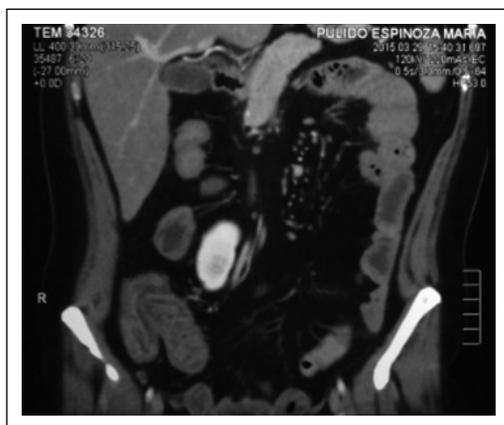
Tomografía abdomino-pélvica: muestra conglomerado de asas intestinales distendidas de aspecto plastronado en fosa iliaca derecha.
